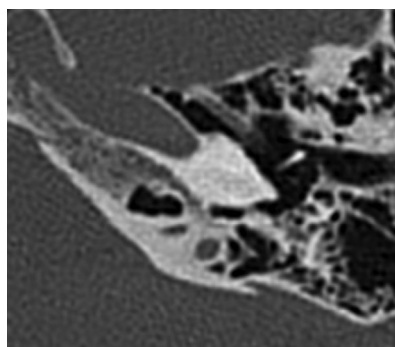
КТ правой ВК после операции с НВ активного электрода.
